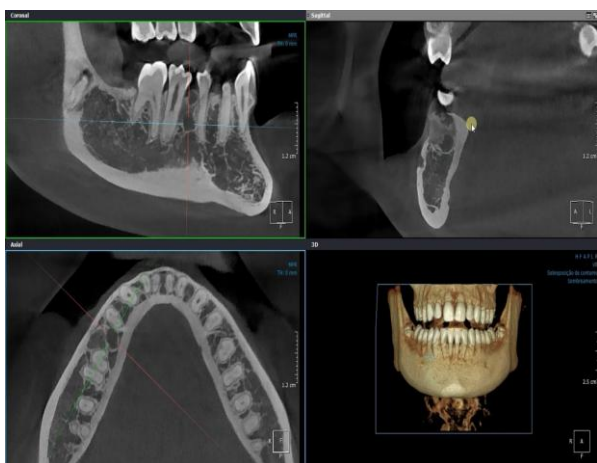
Tomografia computadorizada demonstrando lesão hipodensa com caráter expansivo na região mandibular direita sugerindo recidiva.
